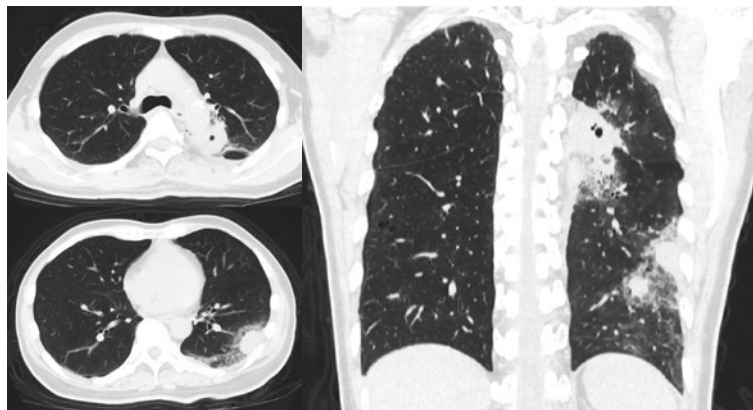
胸部単純 CT。左肺上葉下行大動脈背側に空洞を伴う consolidation を認め、左肺下葉辺縁優位にすりガラス影と内部に 2ヶ所の結節状の consolidation を認める。
